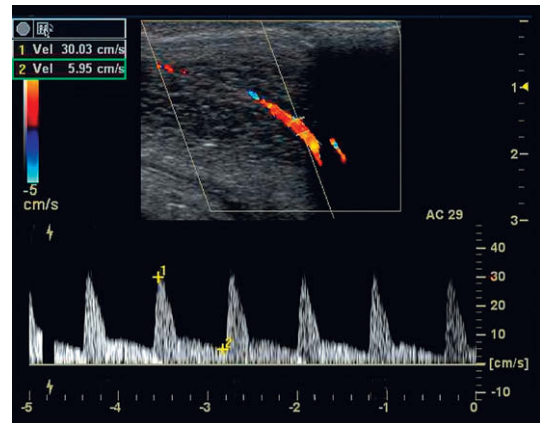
Trazado Doppler espectral de una insuficiencia venosa. Se observa un flujo anterógrado persistente de una velocidad relativamente elevada durante la diástole (de alrededor de 6 cm/seg), a pesar de unas velocidades apropiadas de flujo arterial aferente.
